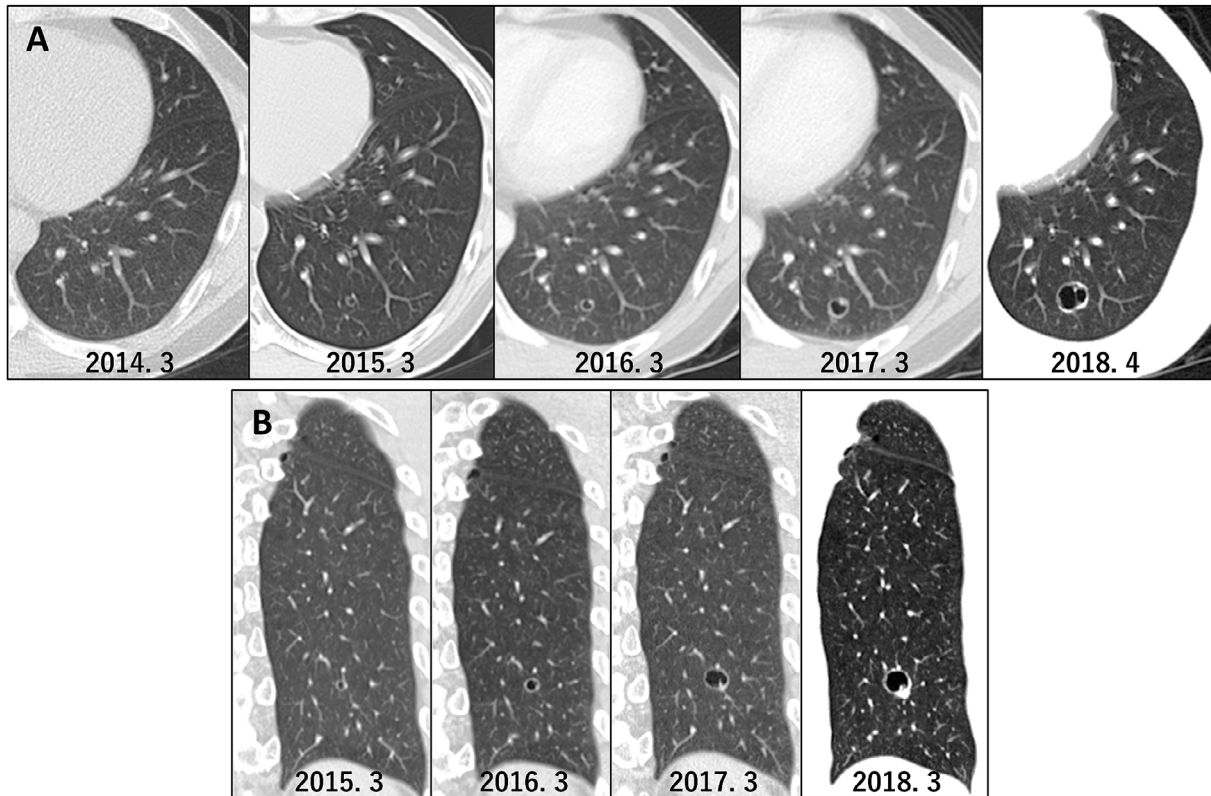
Clinical course of the chest CT findings. (A) Horizontal axis. A cystic lesion showed an increasing trend in size. (B) Coronal axis. Chest CT findings in March 2018 showed that a portion of the wall had thickened.
